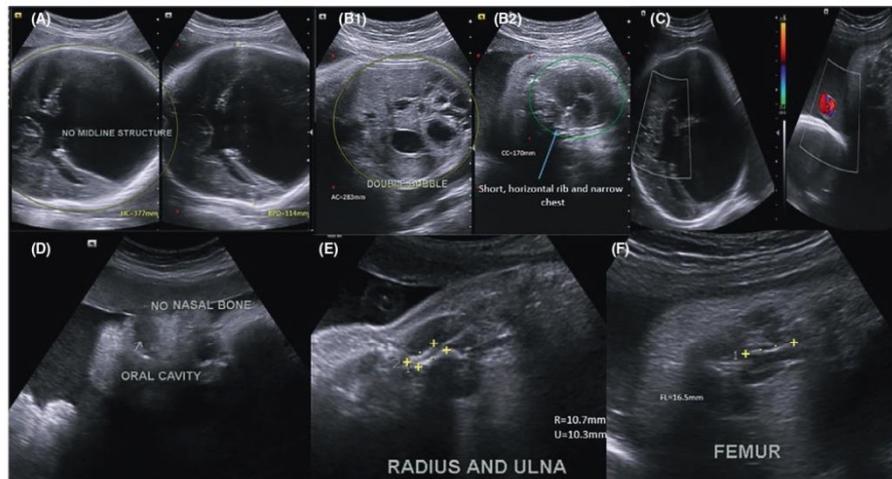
(A, B (1,2), C, D, E and F) – prenatal ultrasound. A, Demonstrates absence of midline structures and single ventricle, head circumference (377 mm) and biparietal diameter (114 mm) below > 95th percentile for gestational age. B1, Demonstrates abdominal circumference (283 mm) which was between 10th and 50th percentile, double bubble sign. B2, Narrow chest (Chest circumference = 170 mm), short and horizontal ribs which was <5th percentile. C, Color Doppler demonstrates no flow in the remained brain parenchyma and three-vessel cord of umbilicus. D, Demonstrates absence of nasal bone. E, Demonstrates short radius (10.7 mm) and ulna (10.3 mm) which was <5th percentile. F, Demonstrates very short femur (FL = 16.5 mm) which was <5th percentile
